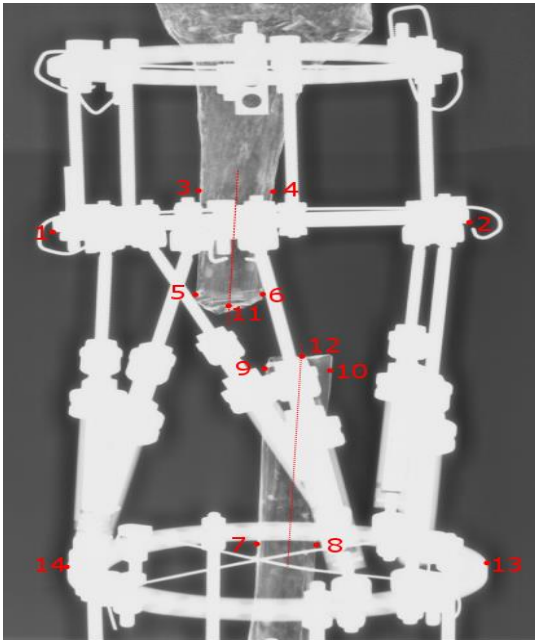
(a) Anterior – Posterior ve (b) Lateral X-ray görüntülerinden toplanan parametreler
